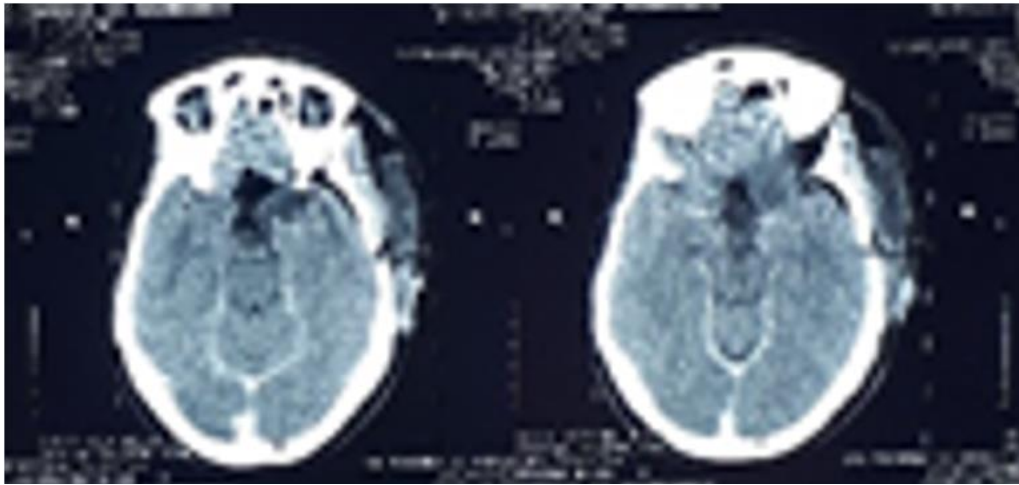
TDM cérébrale postopératoire – coupes axiales – sans injection de produit de contraste, montrant les remaniements postopératoires de la région suprasellaire après exérèse tumorale large, sans hémorragie intracrânienne aiguë ni résidu tumoral visible.
